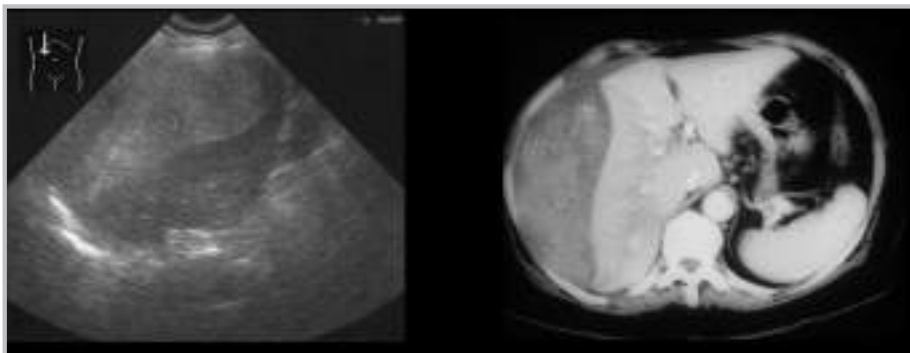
Importante hematoma hepático tras biopsia hepática en el momento del diagnóstico por ecografía (izquierda) y por tomografía computerizada (derecha)
